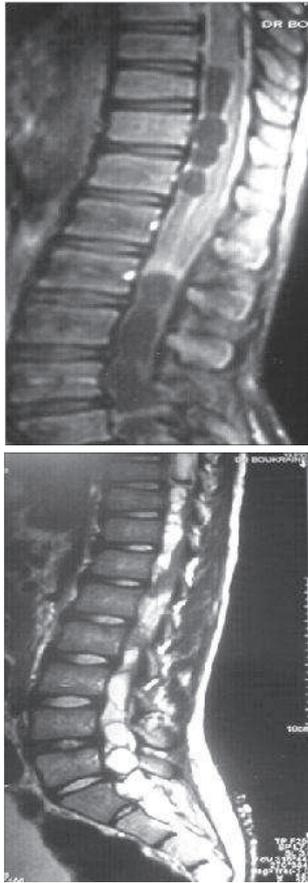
IRM en coupe sagittale T1(a) et T2 (b) : vésicules hydatiques étendues de D9 à S1
